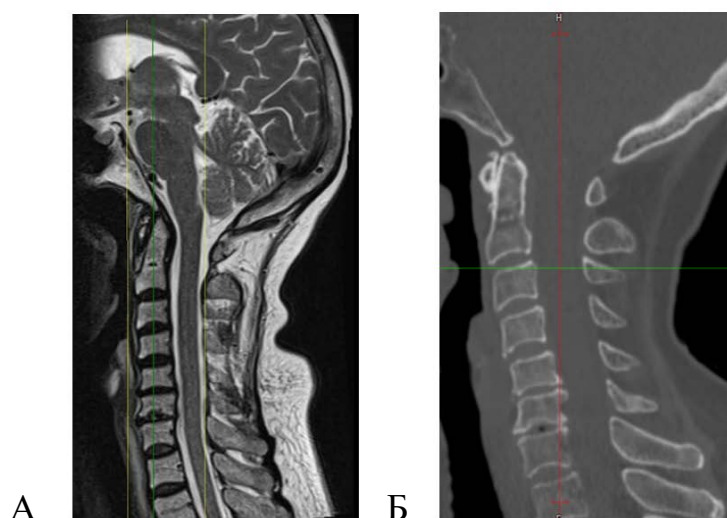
Томографические изображения шейного отдела позвоночника женщины 72 лет с ШГД: А – Т2-взвешенное изображение МРТ-исследования на сагиттальном срезе; Б – КТ в сагиттальной проекции
